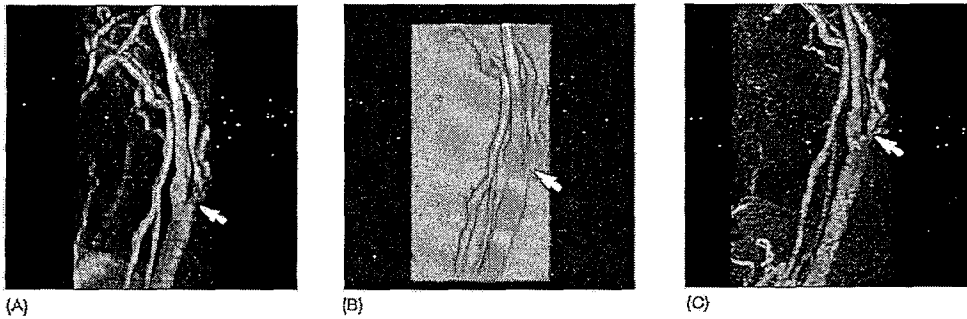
Angio-resonancia de un paciente con estenosis de alto grado (flecha) demostrada en proyecciones de máxima intensidad en el mismo plano (A) 2D time-of-flight (TOF) y CE (adaptado de Graves et al, 2007)
